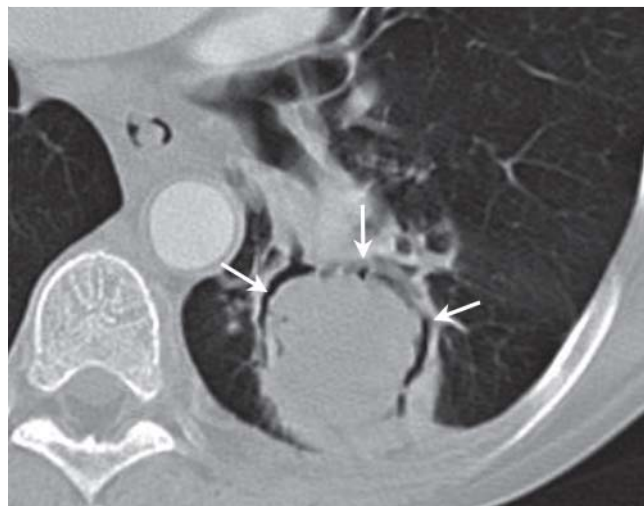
CT mit Luftsichelzeichen (Pfeile).
